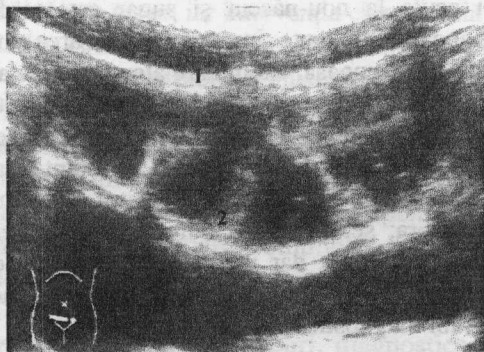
Apendicită flegmonoasă (ecografie):
